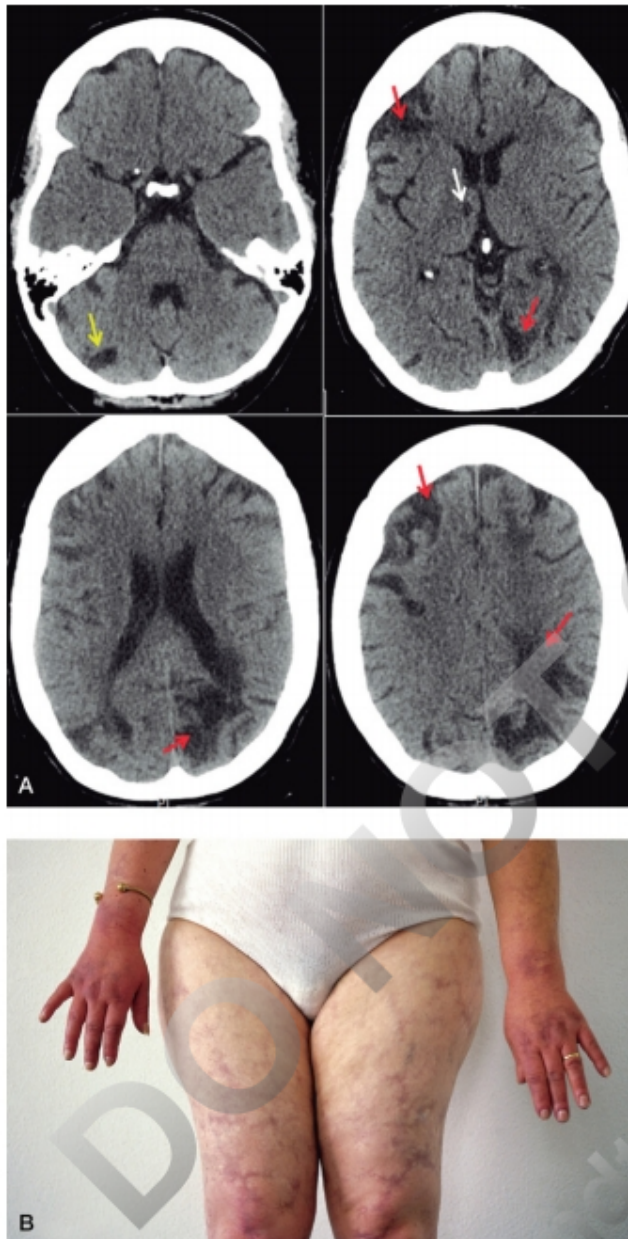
Síndrome de Sneddon idiopático y familiar. A. Combinación de infartos hemisféricos corticales múltiples (flechas rojas), infarto lagunar (flecha blanca) e infarto cerebeloso (flecha amarilla) en la TC. B. Livedo reticularis. Cianosis de las manos.
